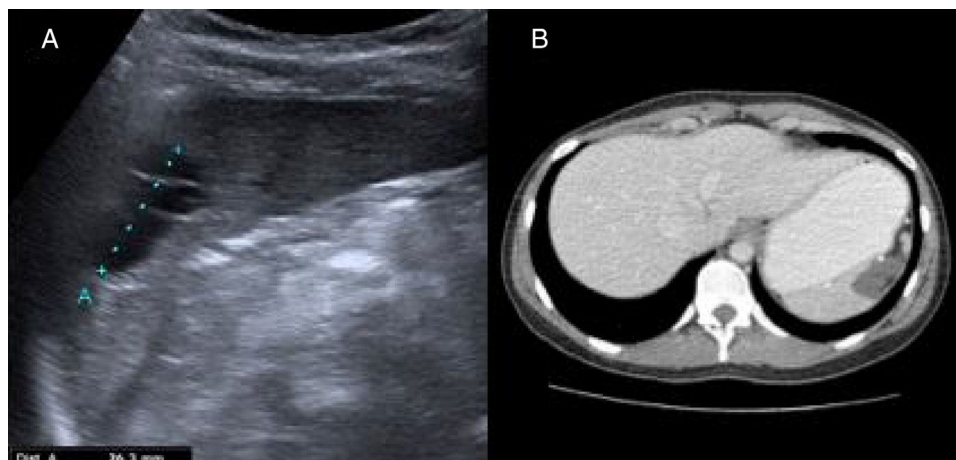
A) Ecografía abdominal posquirúrgica: en región interpolar del bazo, lesión de 32 mm de diámetro bien definida, anecoica, polilobulada y con tabiques internos ecogénicos, compatible con remanente quístico. B) Tomografía computarizada: alteración del contorno esplénico con lesión hipodensa uniforme de 22 × 23 mm, compatible con remanente quístico posquirúrgico.
